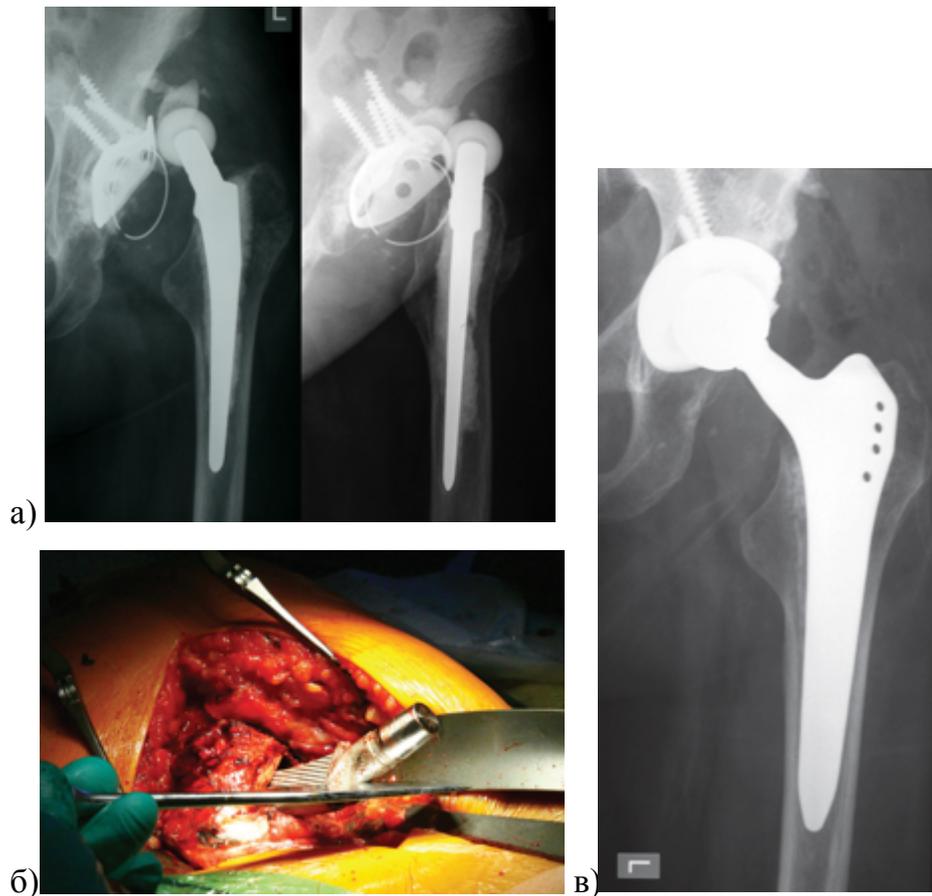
Рентгенограммы левого ТБС и интраоперационная фотография пациентки 50 лет с левосторонним диспластическим коксартрозом, эндопротезирование сустава два года назад: а) рецидивирующий вывих и расшатывание полиэтиленового компонента в кольце Мюллера; б) на фото долотом обозначена горизонтальная линия, хорошо видно, что шейка эндопротеза ориентирована примерно на 40° антеверсии – вывих был связан с нарушенной ориентацией ножки; в) произведена замена обоих компонентов
